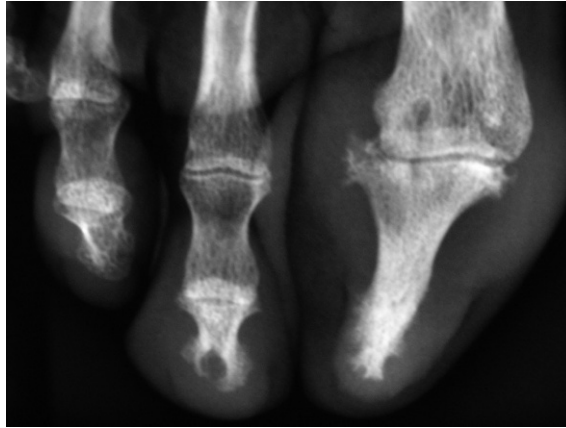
Radiographie de l'avant-pied.
